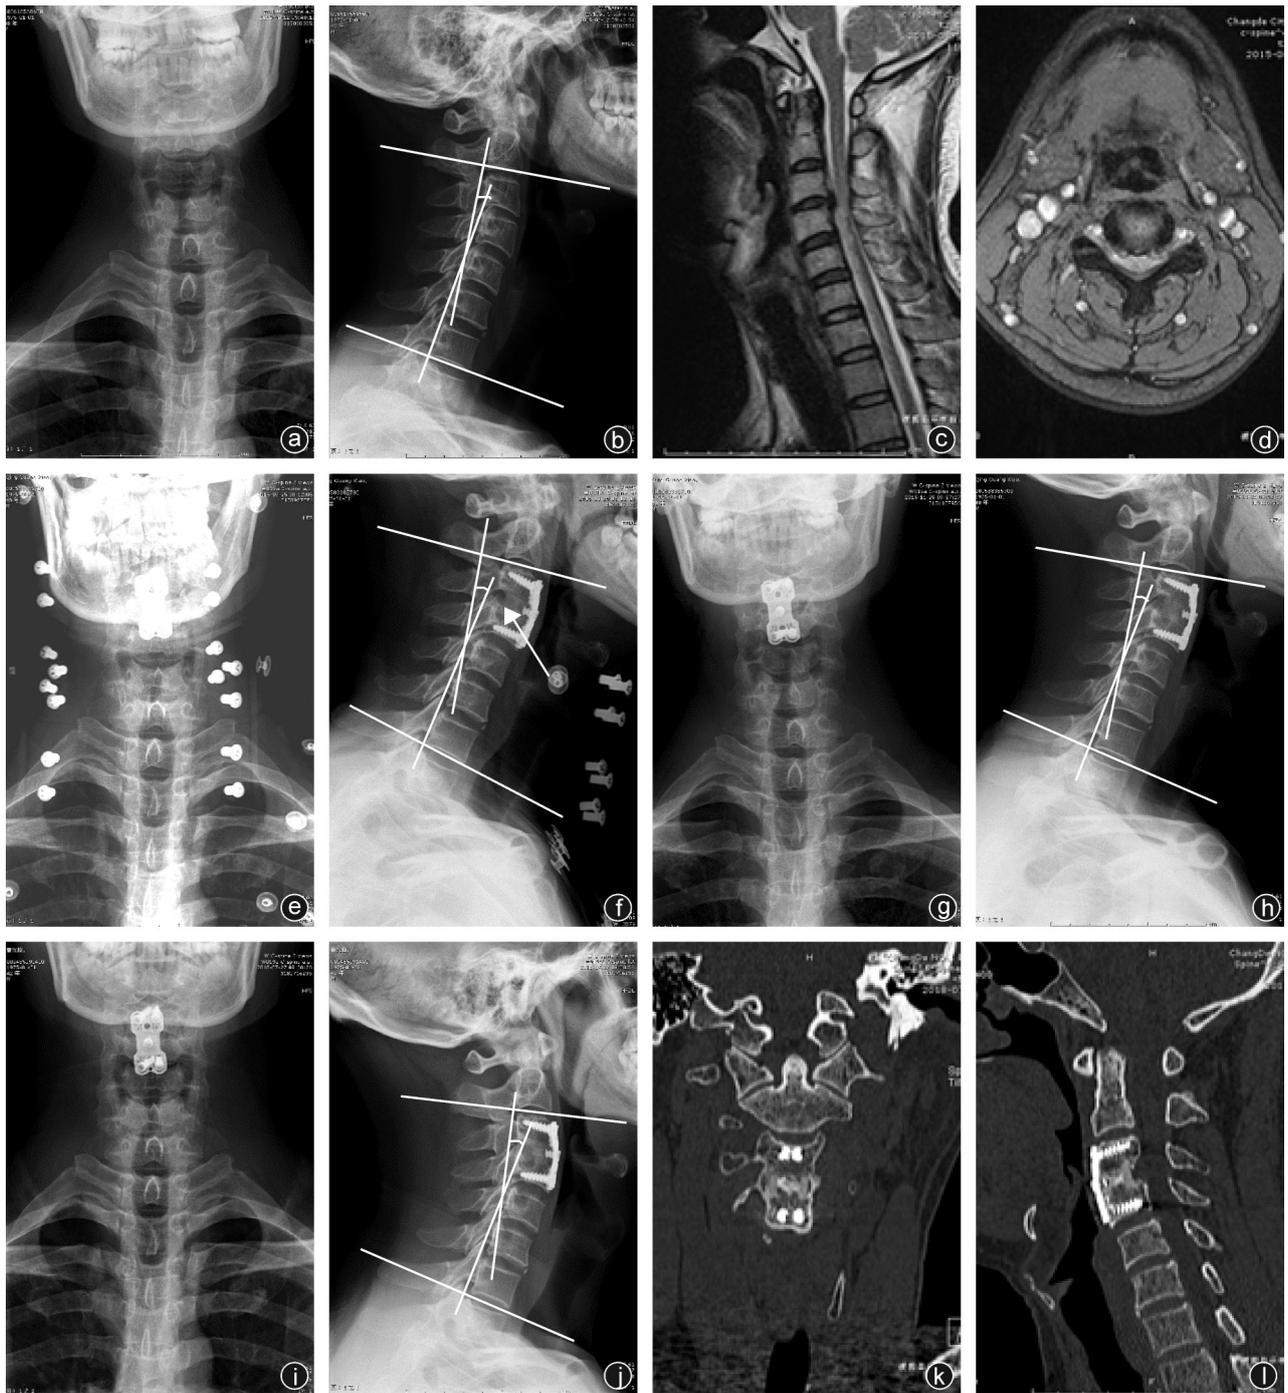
病人,男,40岁,行ACDF+部分钩椎关节部分切除 a~d:术前X线、MRI检查可见C_{3/4}椎间盘突出,双侧神经根管狭窄;e~j:术后、术后3个月及末次随访时颈椎正侧位X线片,可见术后生理曲度稍有改善,C₂~C₇ Cobb角较术前增大,术后复查颈椎正侧位X线片示C_{3/4}椎间孔较术前增大(箭头指示处);k,l:末次随访时复查CT示内固定固定位置良好,人工椎体无塌陷,无植骨块及植骨床的吸收,椎间融合满意
